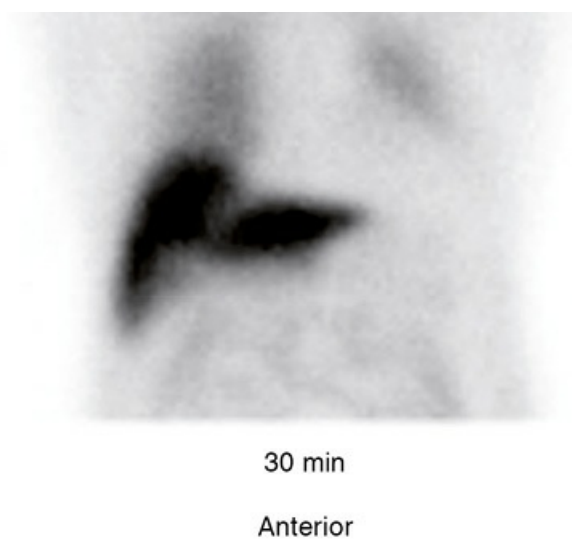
Paciente da Figura 31.33 e sua cintigrafia da inervação adrenérgica cardíaca com $^{123}\text{MIBG}$, demonstrando acentuado comprometimento da inervação cardíaca. Este achado somado às alterações observadas no PET-FDG tornam provável o diagnóstico de demência de Lewy.
